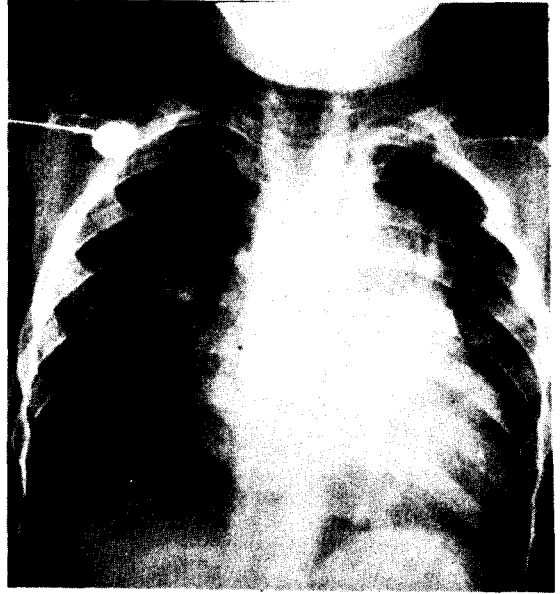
Pre-op Chest X-ray.
